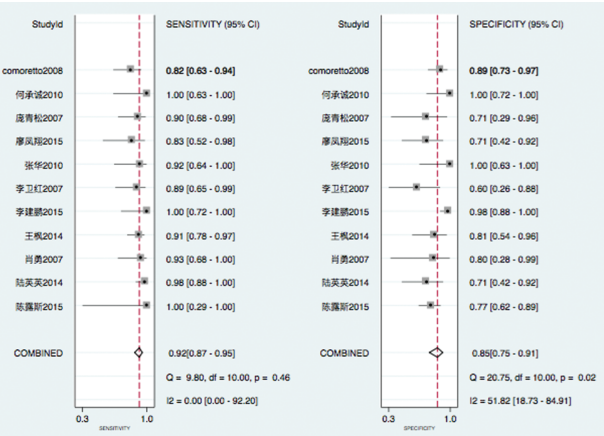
PET/CT 诊断鼻咽癌残留/复发的敏感度和特异度的 Meta 分析
